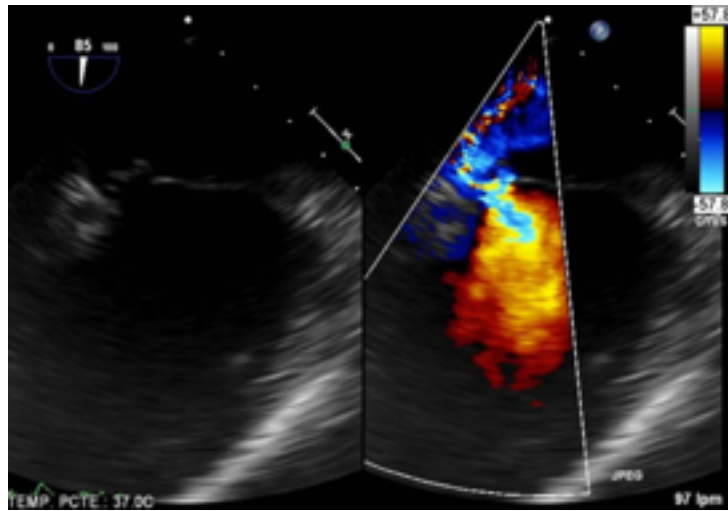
Ecocardiografía transesofágica de seguimiento: rotura del velo posterior mitral e insuficiencia mitral grado III.
